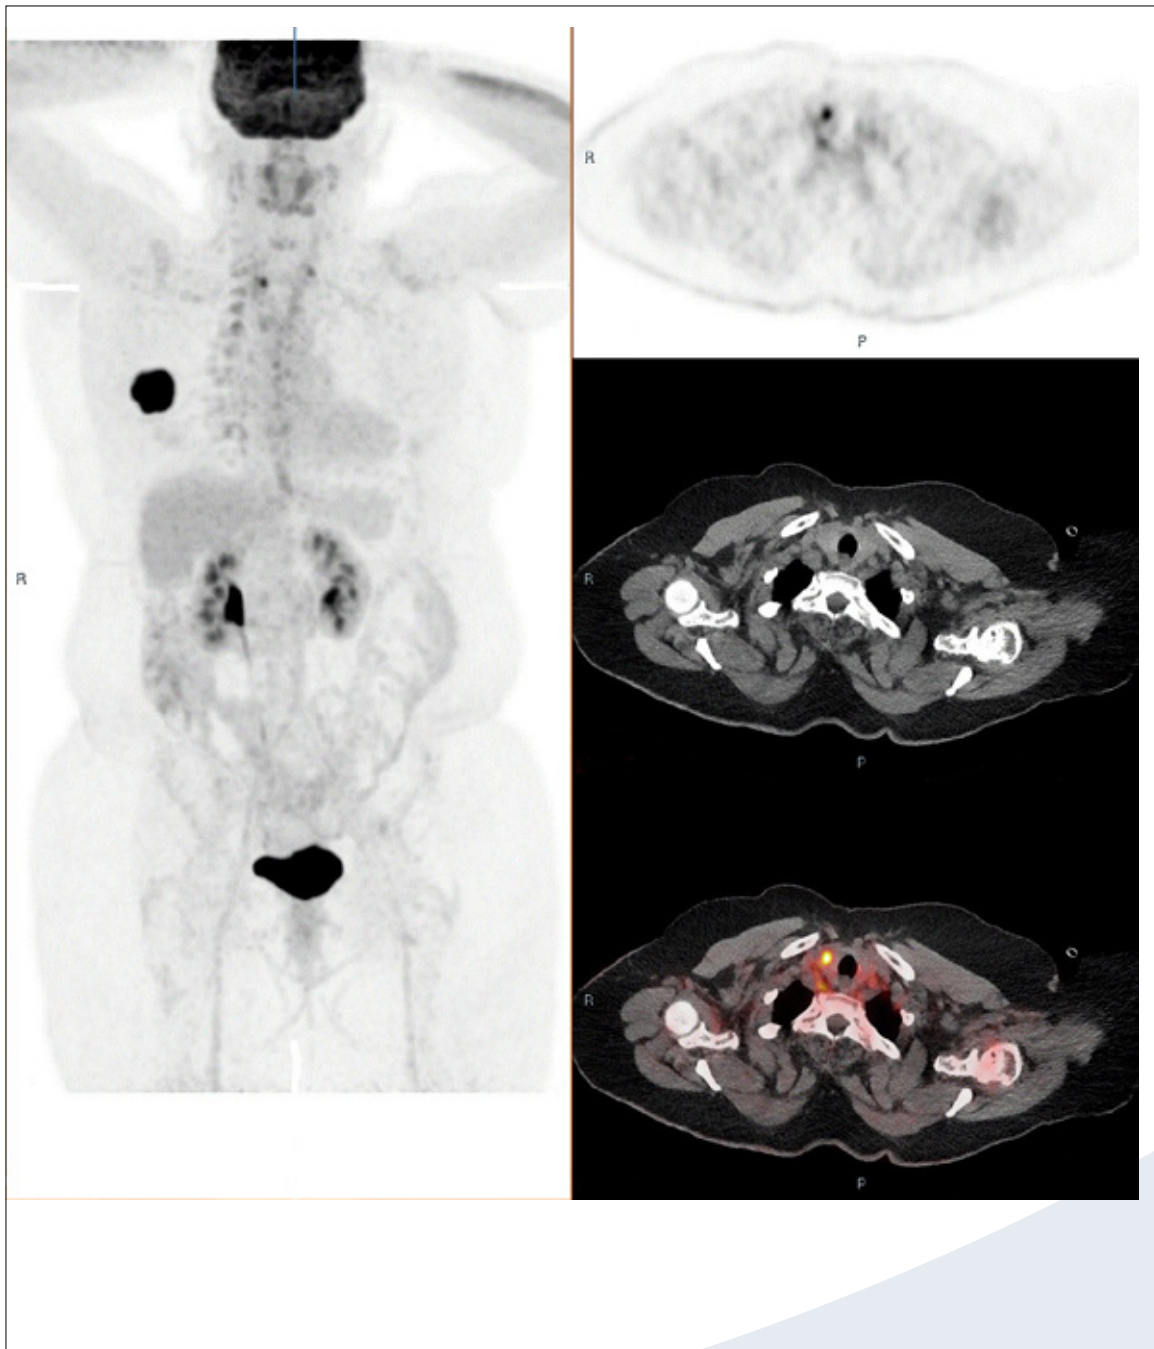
Example patient case with an encountered incidental finding. [^{18}F]FDG PET/CT showed, in addition to the breast tumour without lymph node or distant metastasis, a suspected thyroid lesion. This lesion appeared to be a follicular adenoma after an inconclusive biopsy and later diagnostic hemithyroidectomy.
